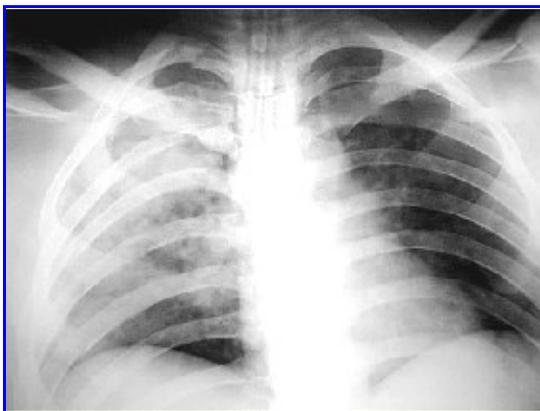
Radiografía de tórax. Contusión pulmonar derecha con imágenes simulando SDRA.
